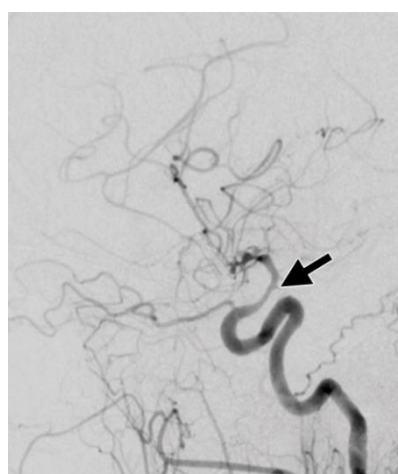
Angiografia convencional mostrando estenose da ACM direita proximal. Adaptado de *Advances in transcranial Doppler US: imaging ahead. Radiographics. 2013*⁵¹
